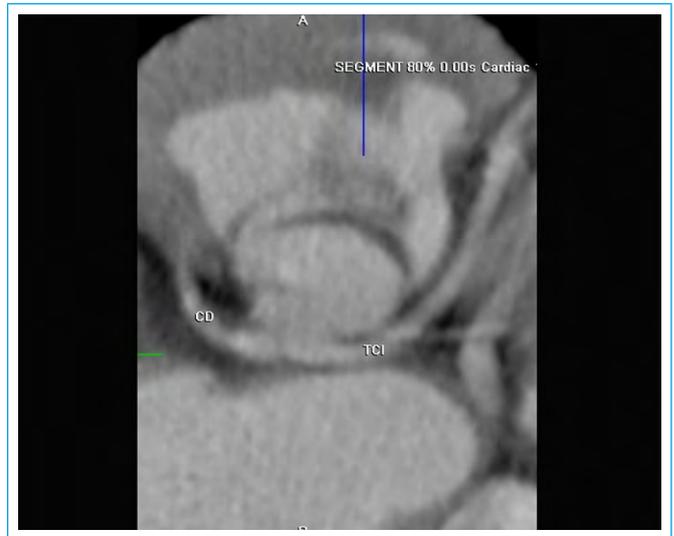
Corte transversal de la angio-TC a nivel de la raíz troncal que muestra una válvula troncal bicúspide
